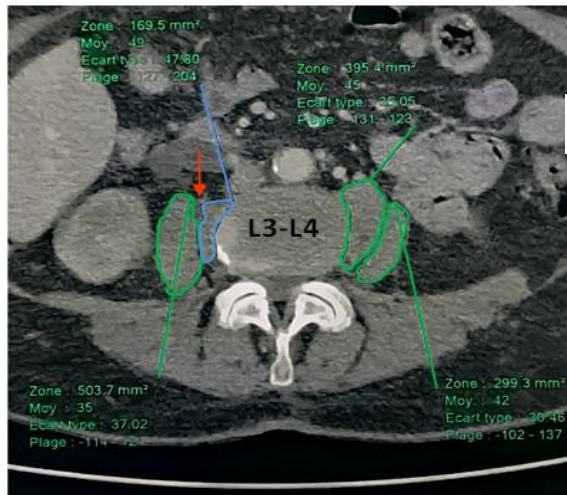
Coupes axiales TDM après injection de produit de contraste au temps artériel montrant (A) la dilatation pyélique droite (flèche fine) puis (B et C) la dilatation de l'uretère droit (flèche épaisse) ainsi que son incarceration dans le muscle grand psoas droit (D). Noter l'absence d'artère polaire.
